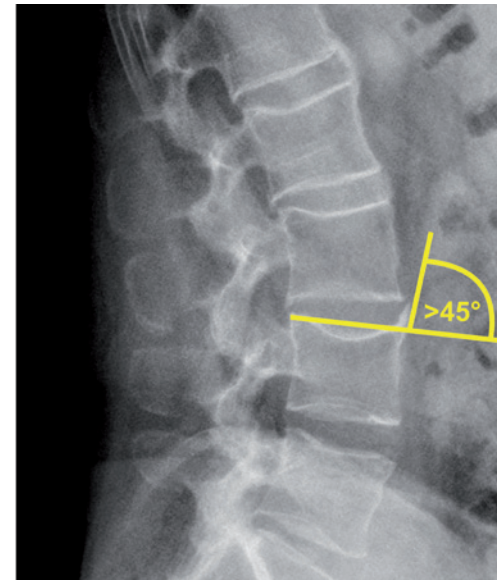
Röntgen der Lendenwirbelsäule im seitlichen Strahlengang eines Patienten mit axSpA. Typischer Syndesmophyt im Winkel von mehr als 45° an der Vorderkante von LWK V ventral von der Deckplatte von L5 ausgehend. DD Spondylophyt: im Winkel von weniger als 45° von der Deck- oder Grundplatte eines Wirbelkörpers ausgehender Knochensporn.
